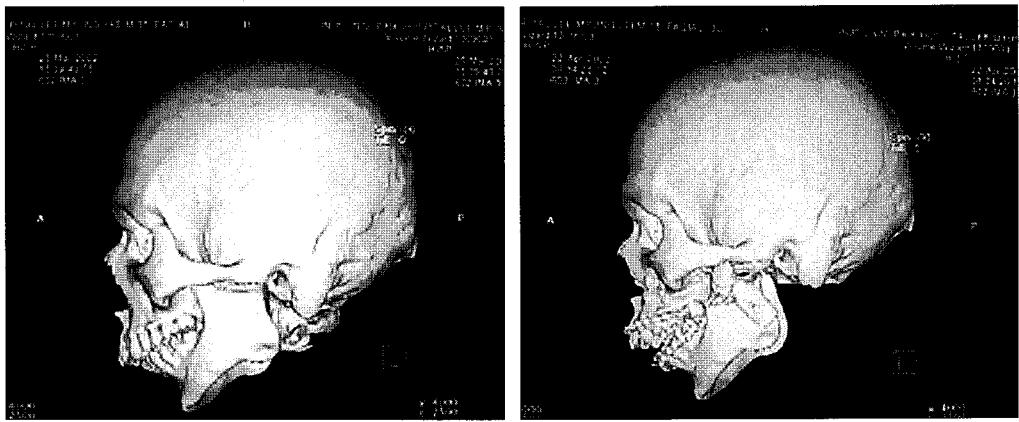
3-D CT of left temporomandibular joint ankylosis. (Left) Preoperative left profile view. (Right) Postoperative 4 weeks left profile view.
